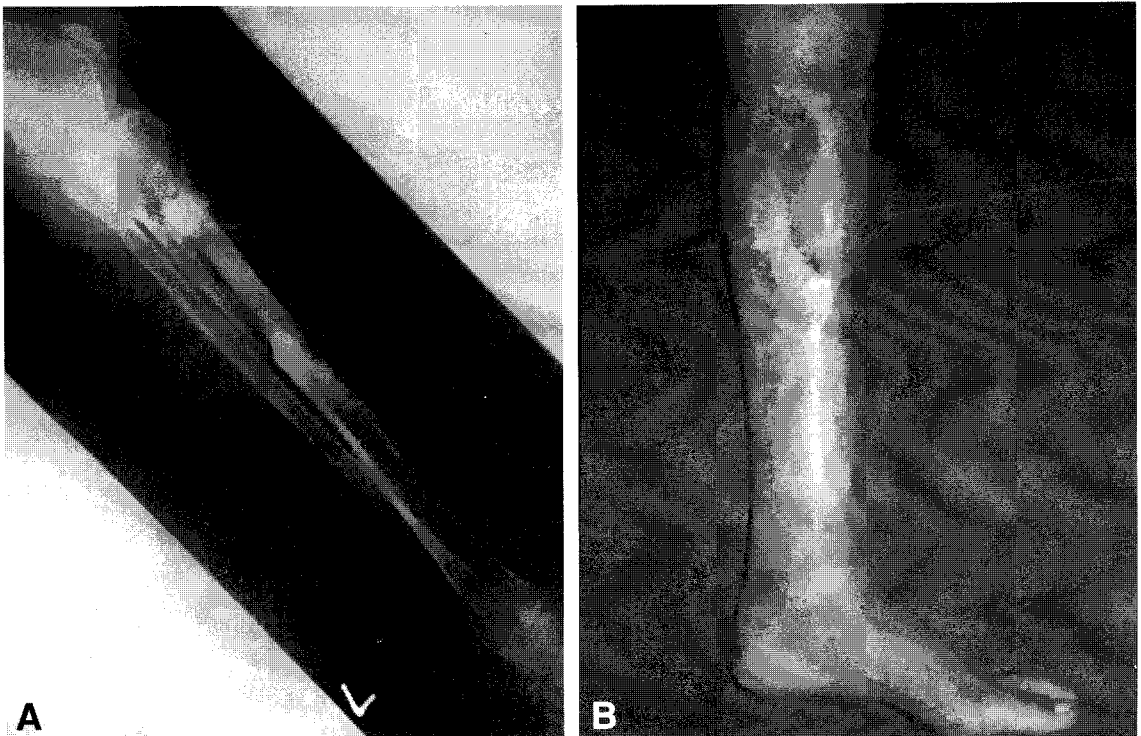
(A) Postoperative 38 months radiography shows solid union and hypertrophy of grafted fibula. (B) Clinical photography in postoperative 38 months.
